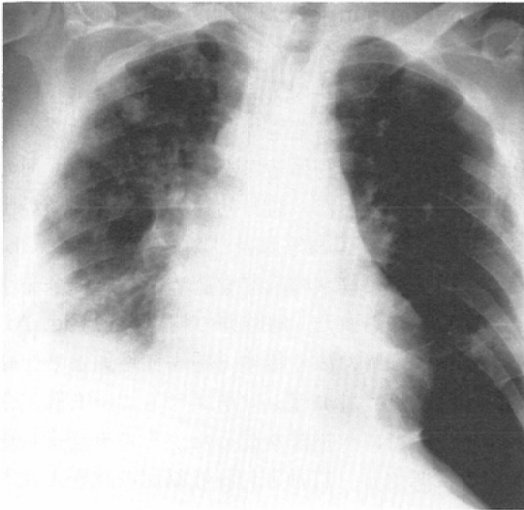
A Chest radiograph, 10 days before his death, shows a wedge-shaped consolidation in the lower lobe of the right lung.
